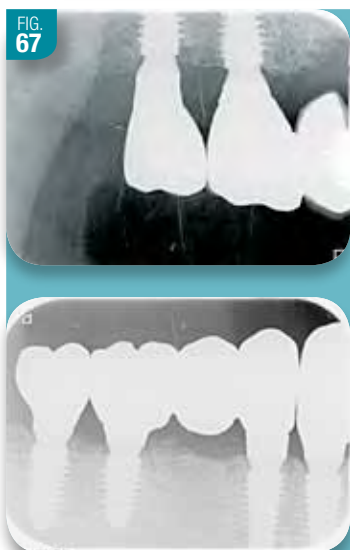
Radiographies rétro-alvéolaires à un an post-opératoire. Noter la stabilité de l'os crestal péri-implantaire.
